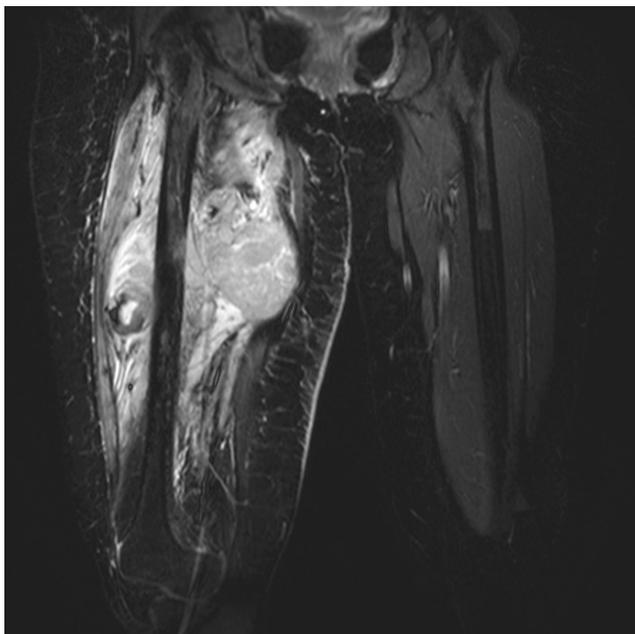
Resonancia magnética. Sarcoma de miembro pélvico derecho.
